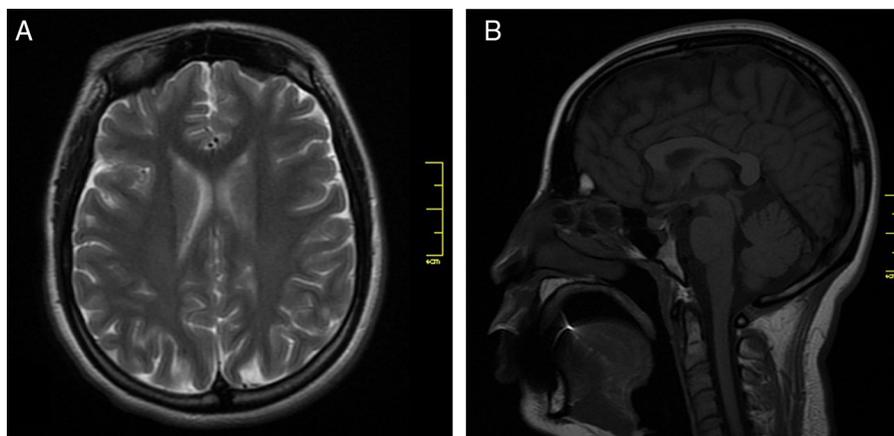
Resonancia magnética cerebral con gadolinio en límites normales. A) Secuencia axial en T2. B) Secuencia sagital en T2 Flair.
